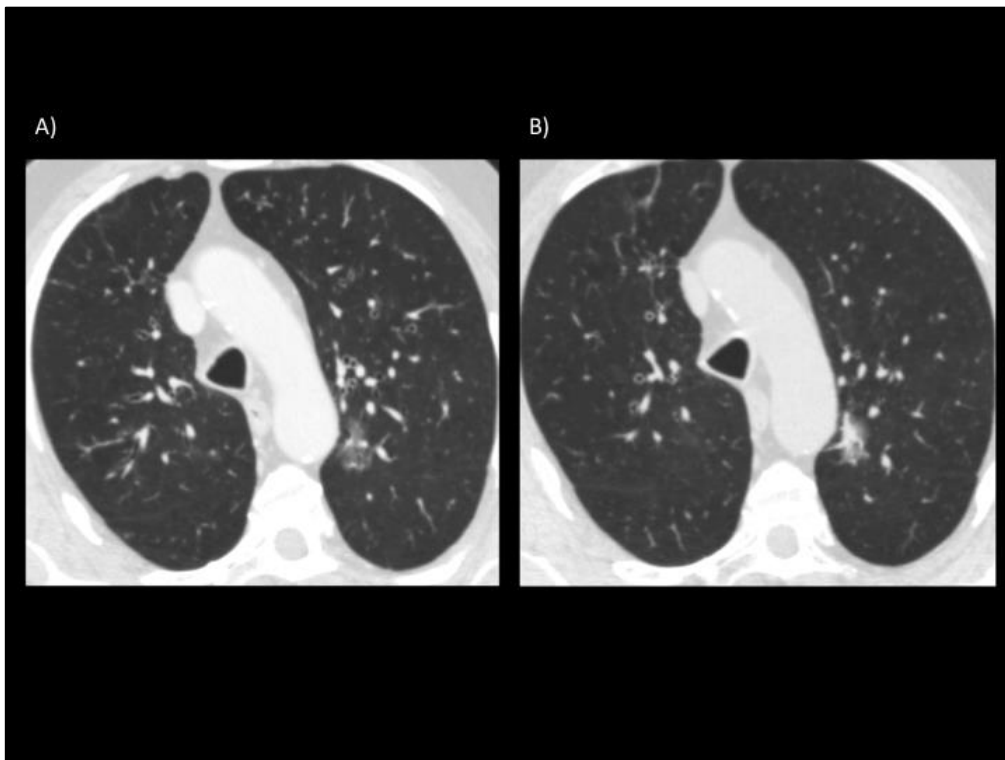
TC de tórax, corte axial con ventana de pulmón, que muestra nódulo sólido con bordes espiculados en el lóbulo superior izquierdo (LSI), sugestivo de malignidad.
